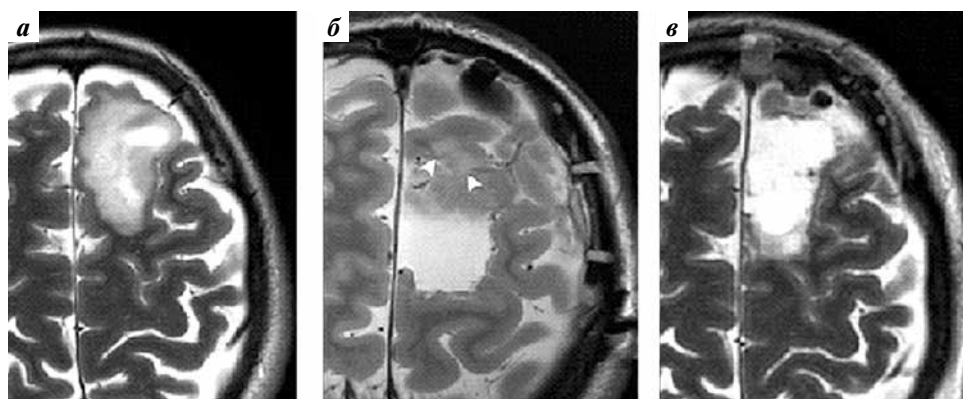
МРТ головного мозга (пациент № 7). Аксиальные срезы, режим сканирования T2 без контрастного усиления: а — до операции, диффузная внутримозговая опухоль в левой лобной доле; б — во время операции, остаточный фрагмент опухоли по переднему контуру опухоли (стрелки); в — после операции, выявленный ранее фрагмент удален
